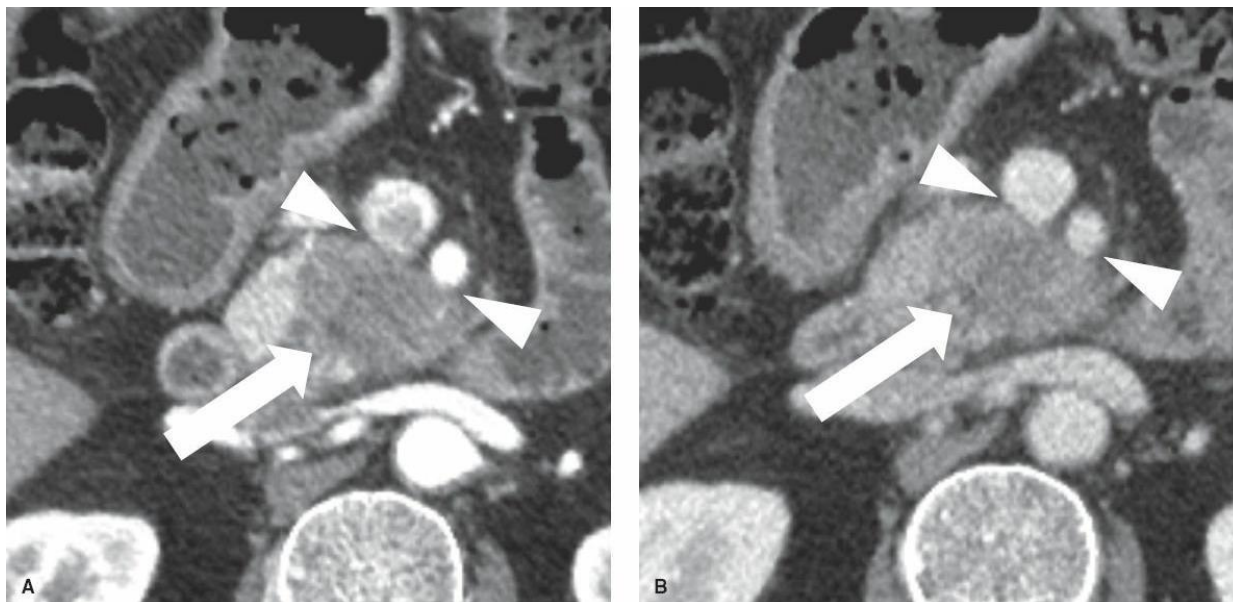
Tomografia evidenciando tumor Borderline (Fonte: Fisher)
